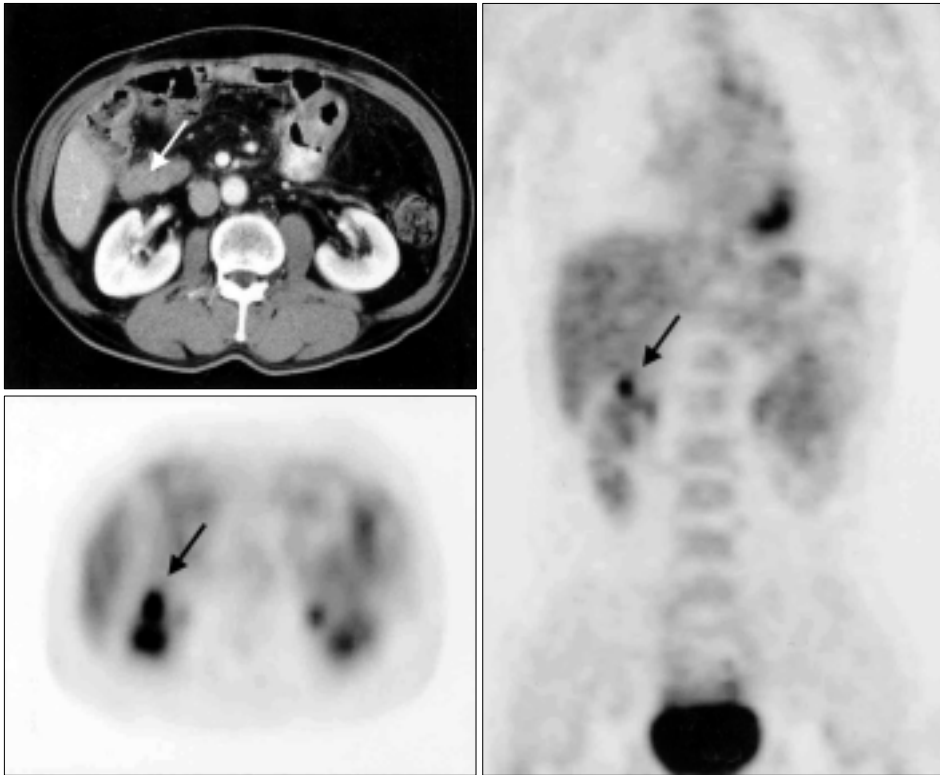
FDG-PET detected recurrence of common bile duct cancer which was not detected by CT scan (A). (B) Transaxial view of FDG-PET, (C) Coronal view of FDG-PET (Case 13).
